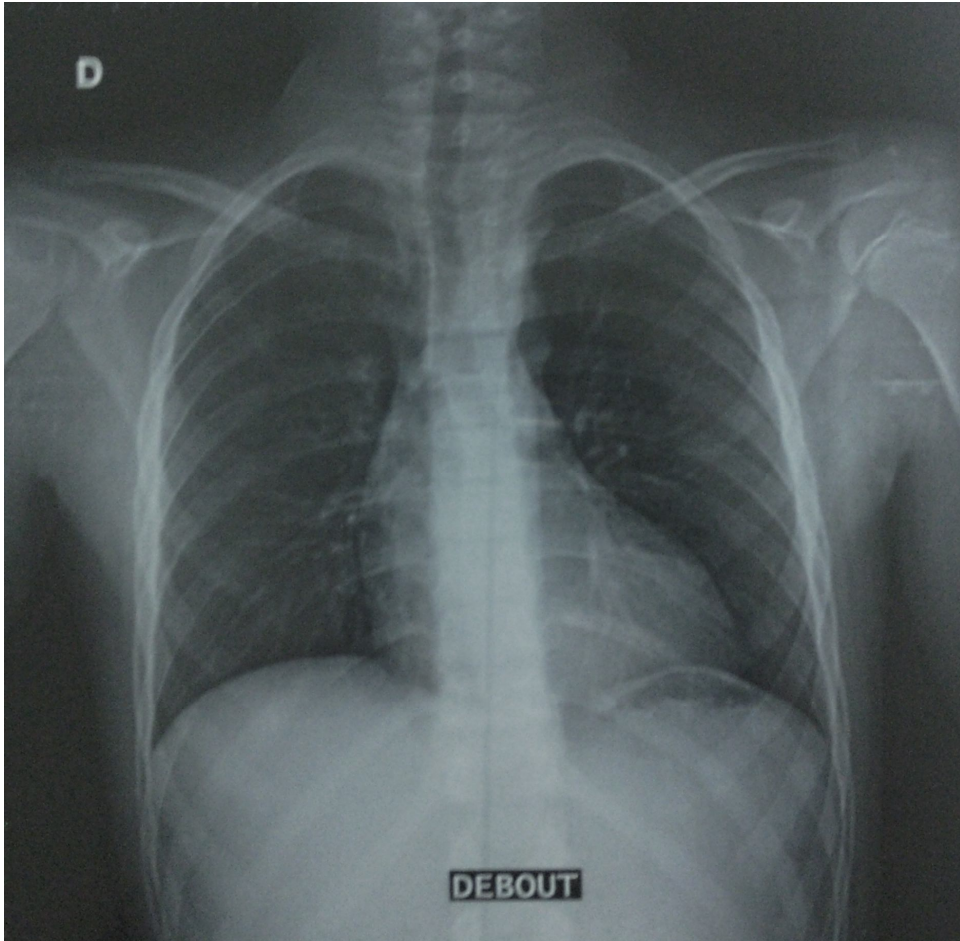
Radiographie thoracique de face en position debout, L' indice cardiothoracique à 0,54 montre la présence d'un légère cardiomégalie. Absence d'encoques costales et bouton aortique normal.
